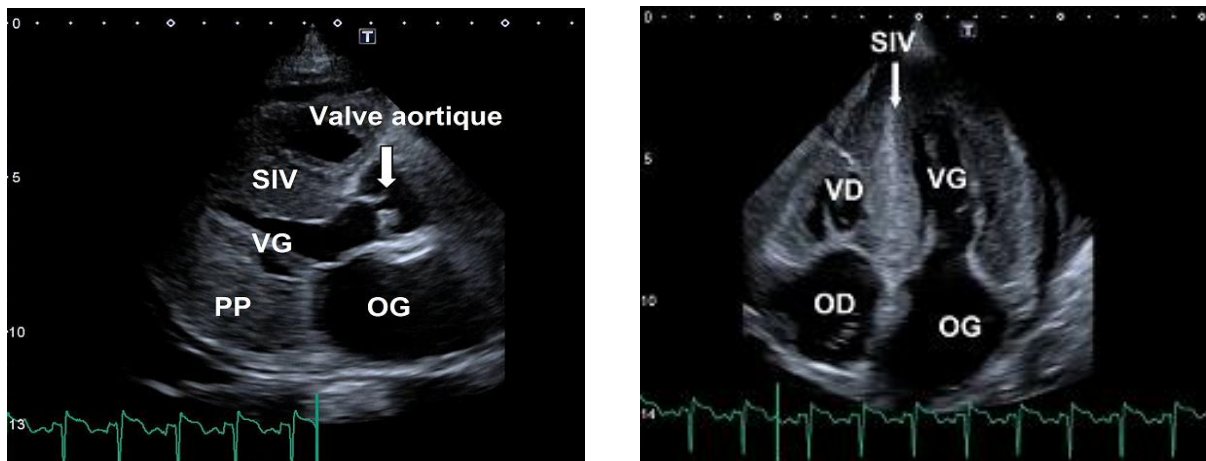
exemples d'aspect échocardiographique dans l'amylose AL.
